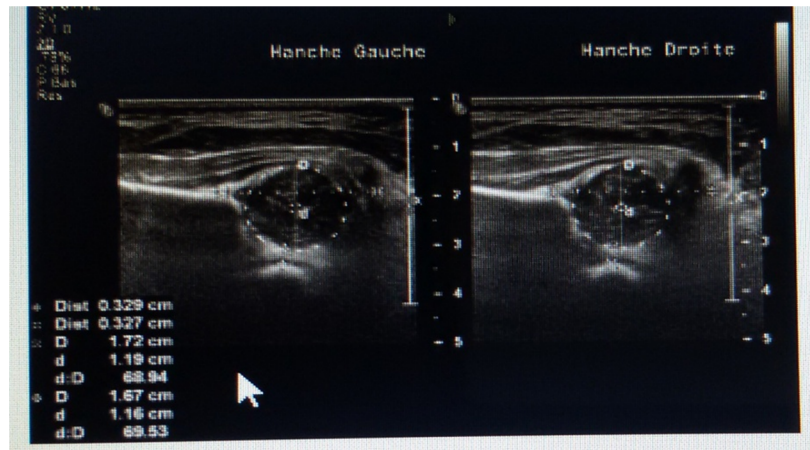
Échographie de hanche normale : le cotyle est bien creusé, le limbus est recouvrant et la tête fémorale est bien centrée au contact du pubis
